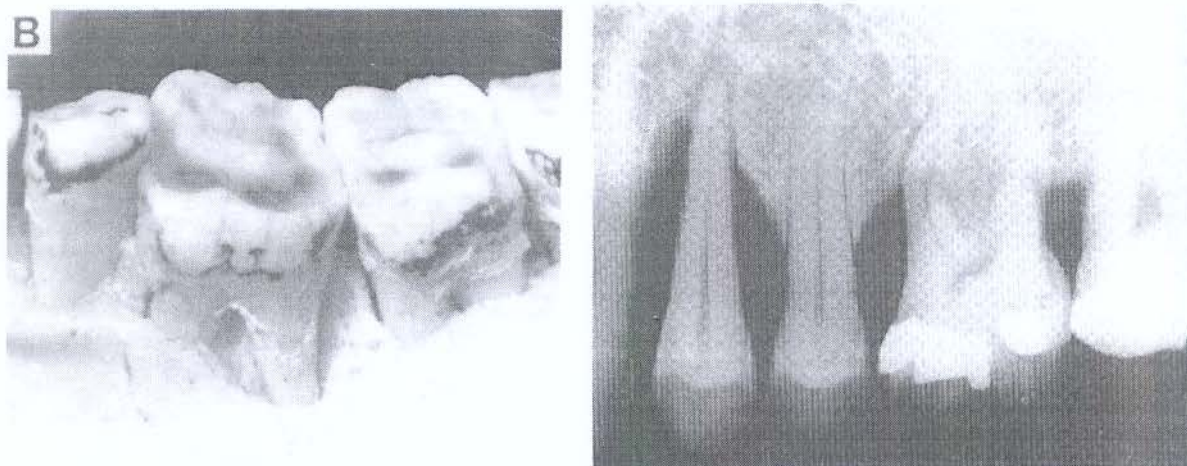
B, Perda óssea vertical (angular) na raiz distal do primeiro molar. Radiografia, defeitos angulares (verticais) de diferentes profundidades.
